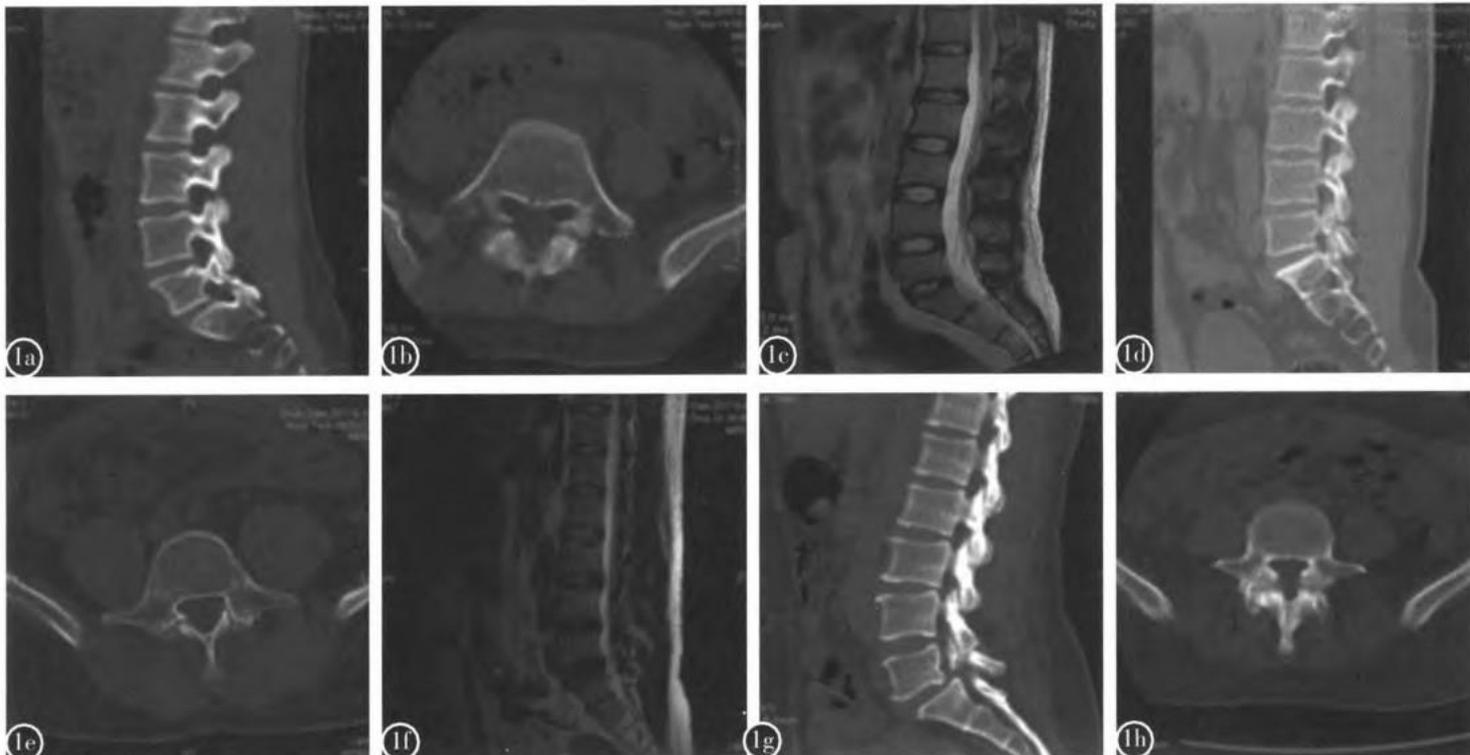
腰椎峡部裂分型的影像学表现 a-c A 型峡部裂,单纯峡部裂,CT 显示双侧峡部裂,无腰椎滑脱,腰椎 MRI 未见椎间盘异常及神经根压迫表现 d-f B 型峡部裂,CT 显示 L5 双侧峡部裂,MRI 可见腰椎间盘轻度突出,无神经压迫 g-i C 型峡部裂,CT 显示 L5 双侧峡部裂并 II 度滑脱,MRI 显示 L5/S1 髓核突出
